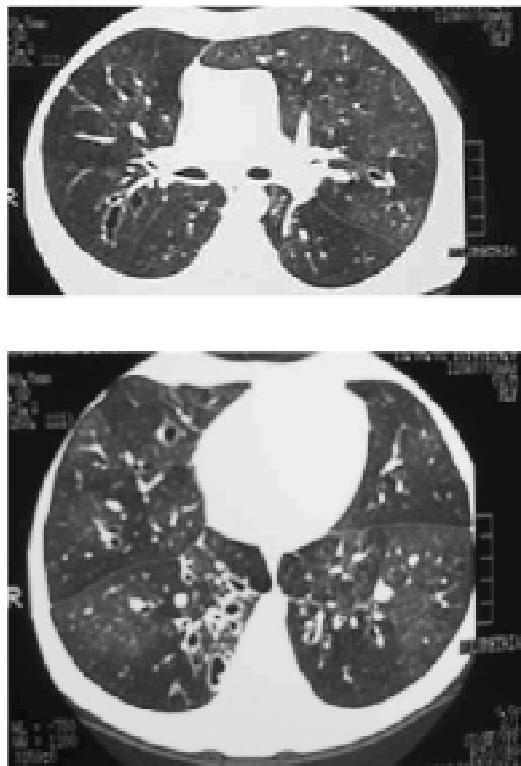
Tomografia computadorizada de alta resolução mostrando áreas de atenuação em mosaico e bronquiectasias
